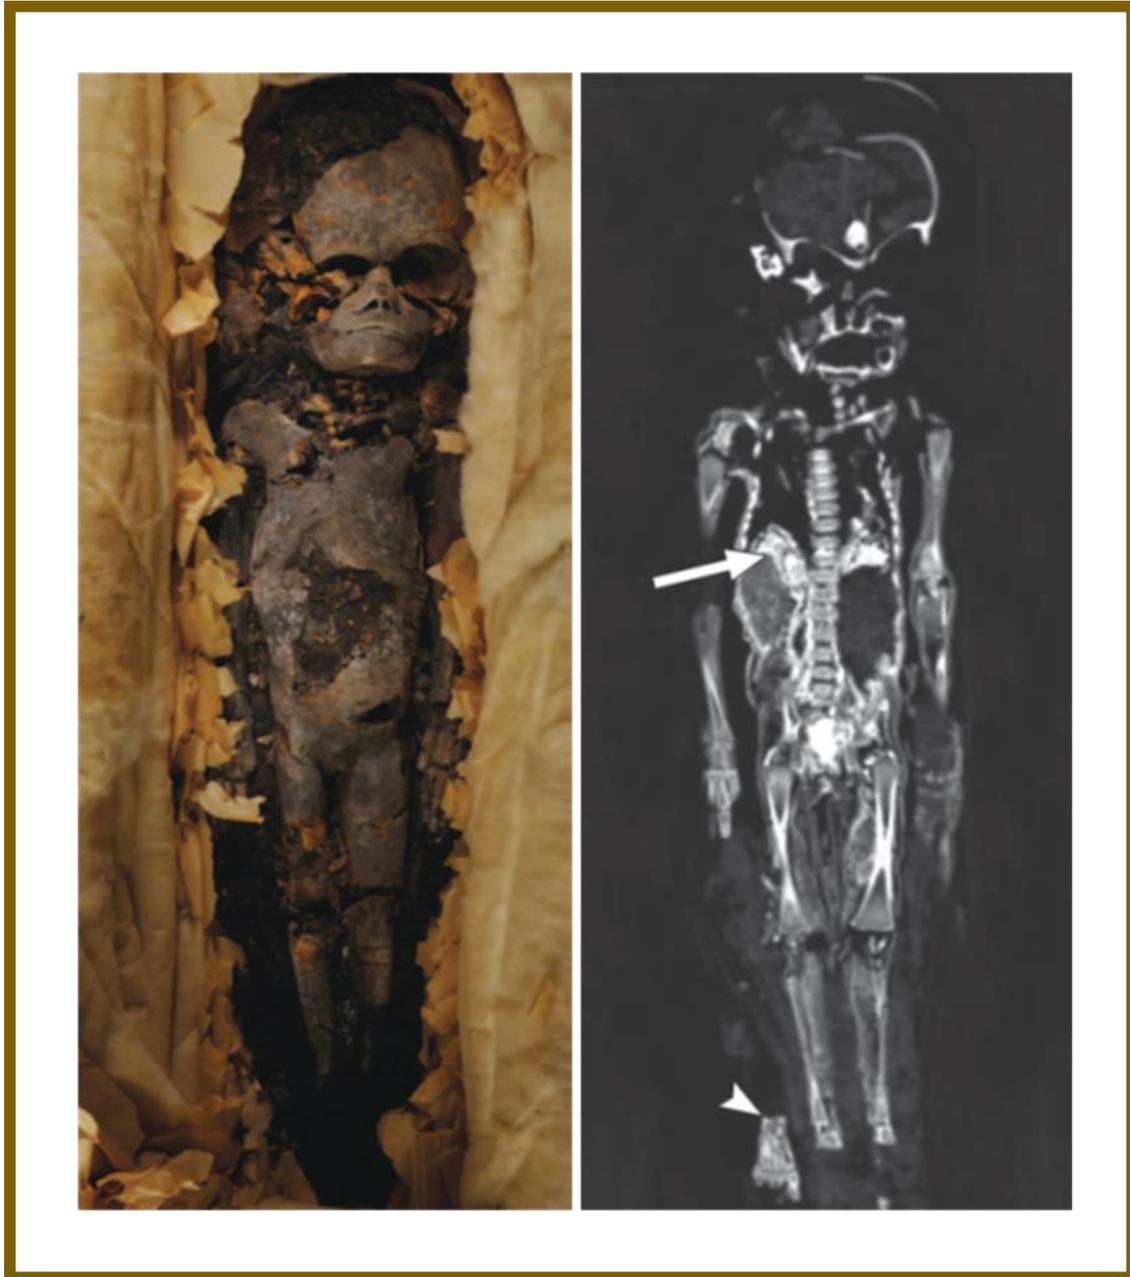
Fotografía e imagen TC de momia 317b en la que se señalan paquetes viscerales que sugieren la momificación artificial (90)
